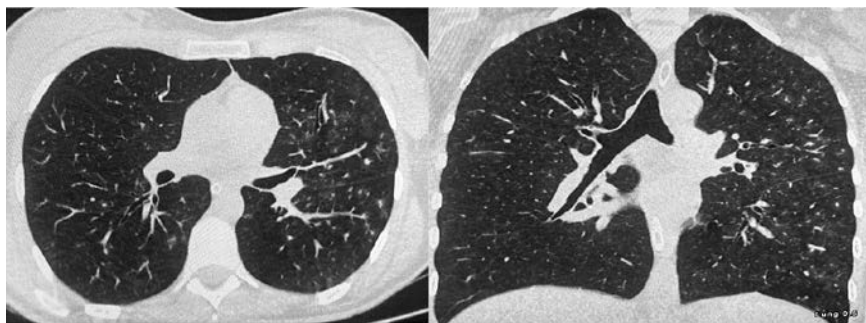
Данные КТ органов грудной полости при переводе из ОРИТ.
